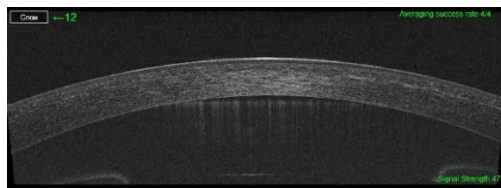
Данные оптической когерентной томографии роговицы правого глаза на фоне гипотензивного лечения (В-скан)
